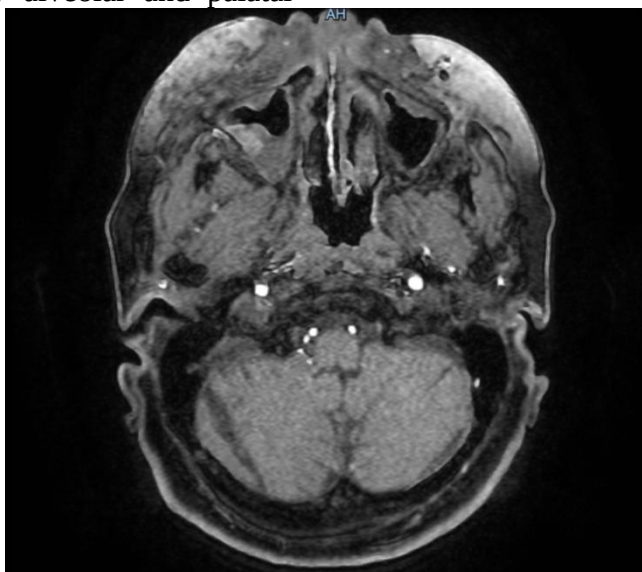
MRI of osteolytic changes of the maxillary alveolar and palatal bone with decreased pneumatization of the right maxillary sinus and ethmoid bone
